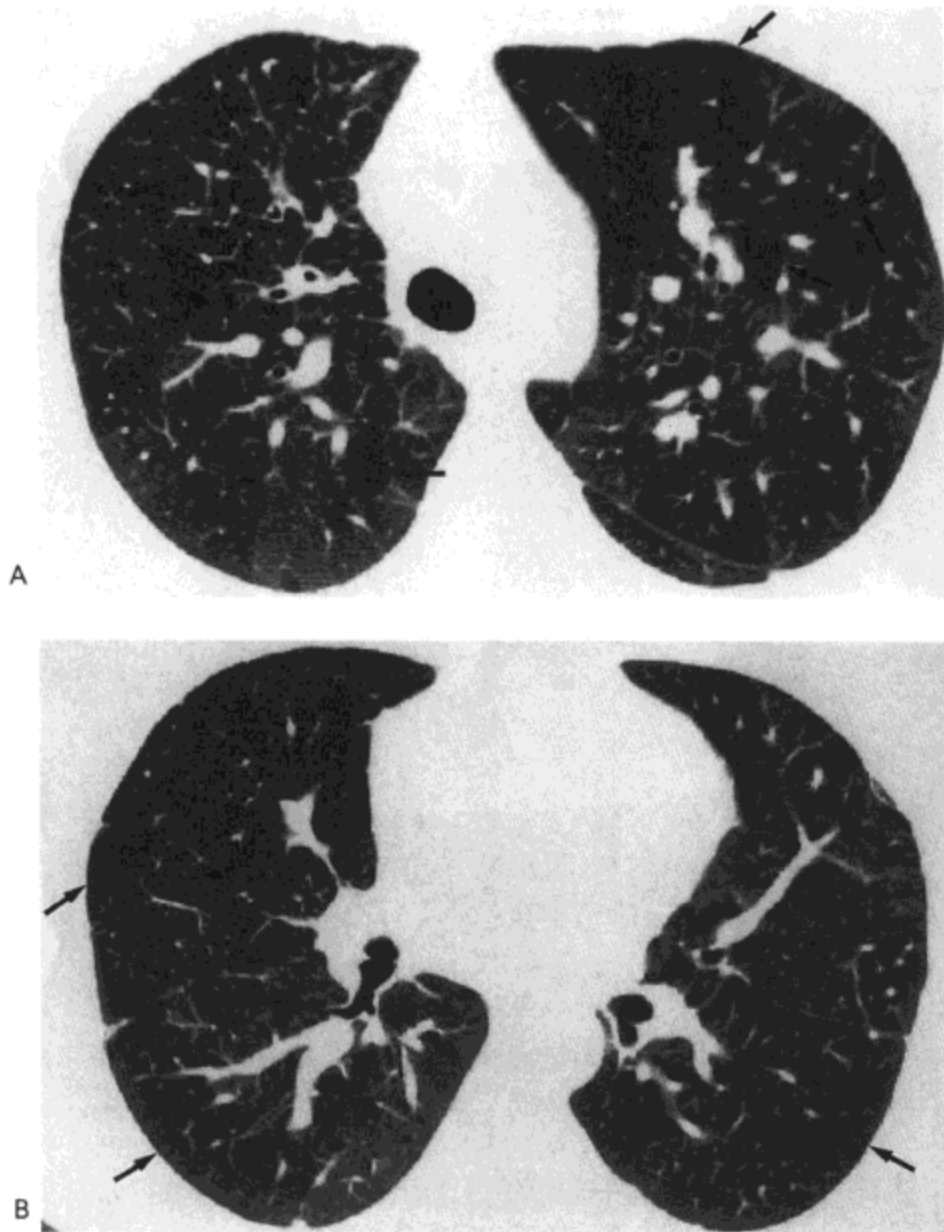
慢性肺血栓栓塞。A: 主动脉弓水平的高分辨率CT影像示左肺上叶与(范围较小)右肺上叶内局限性密度减低与血管稀疏区(箭号)。B: 上段支气管水平的扫描影像示双侧肺下叶,右肺中叶及舌叶局限性低密度与血管稀疏区(箭号)。病人为一43岁女性肺动脉高压患者。
